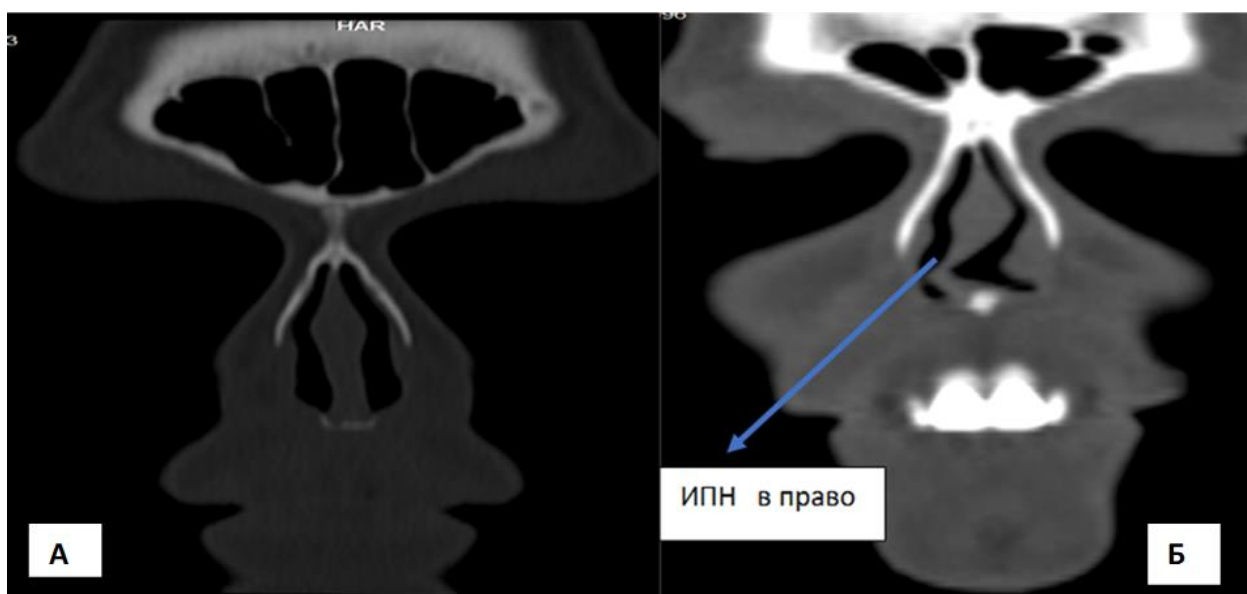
КТ-изображение (14-й срез): а - перегородка носа без деформации; б - определяется искривление перегородки носа вправо
